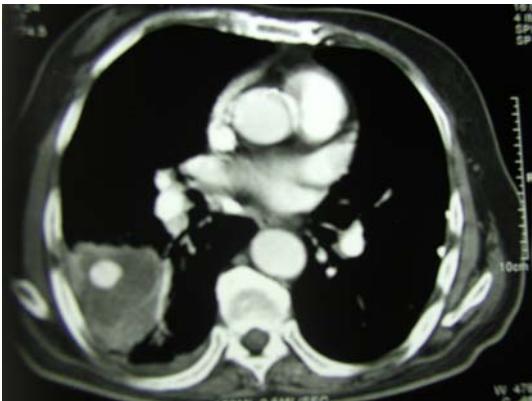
Chest CT scan of the patient before embolization.
